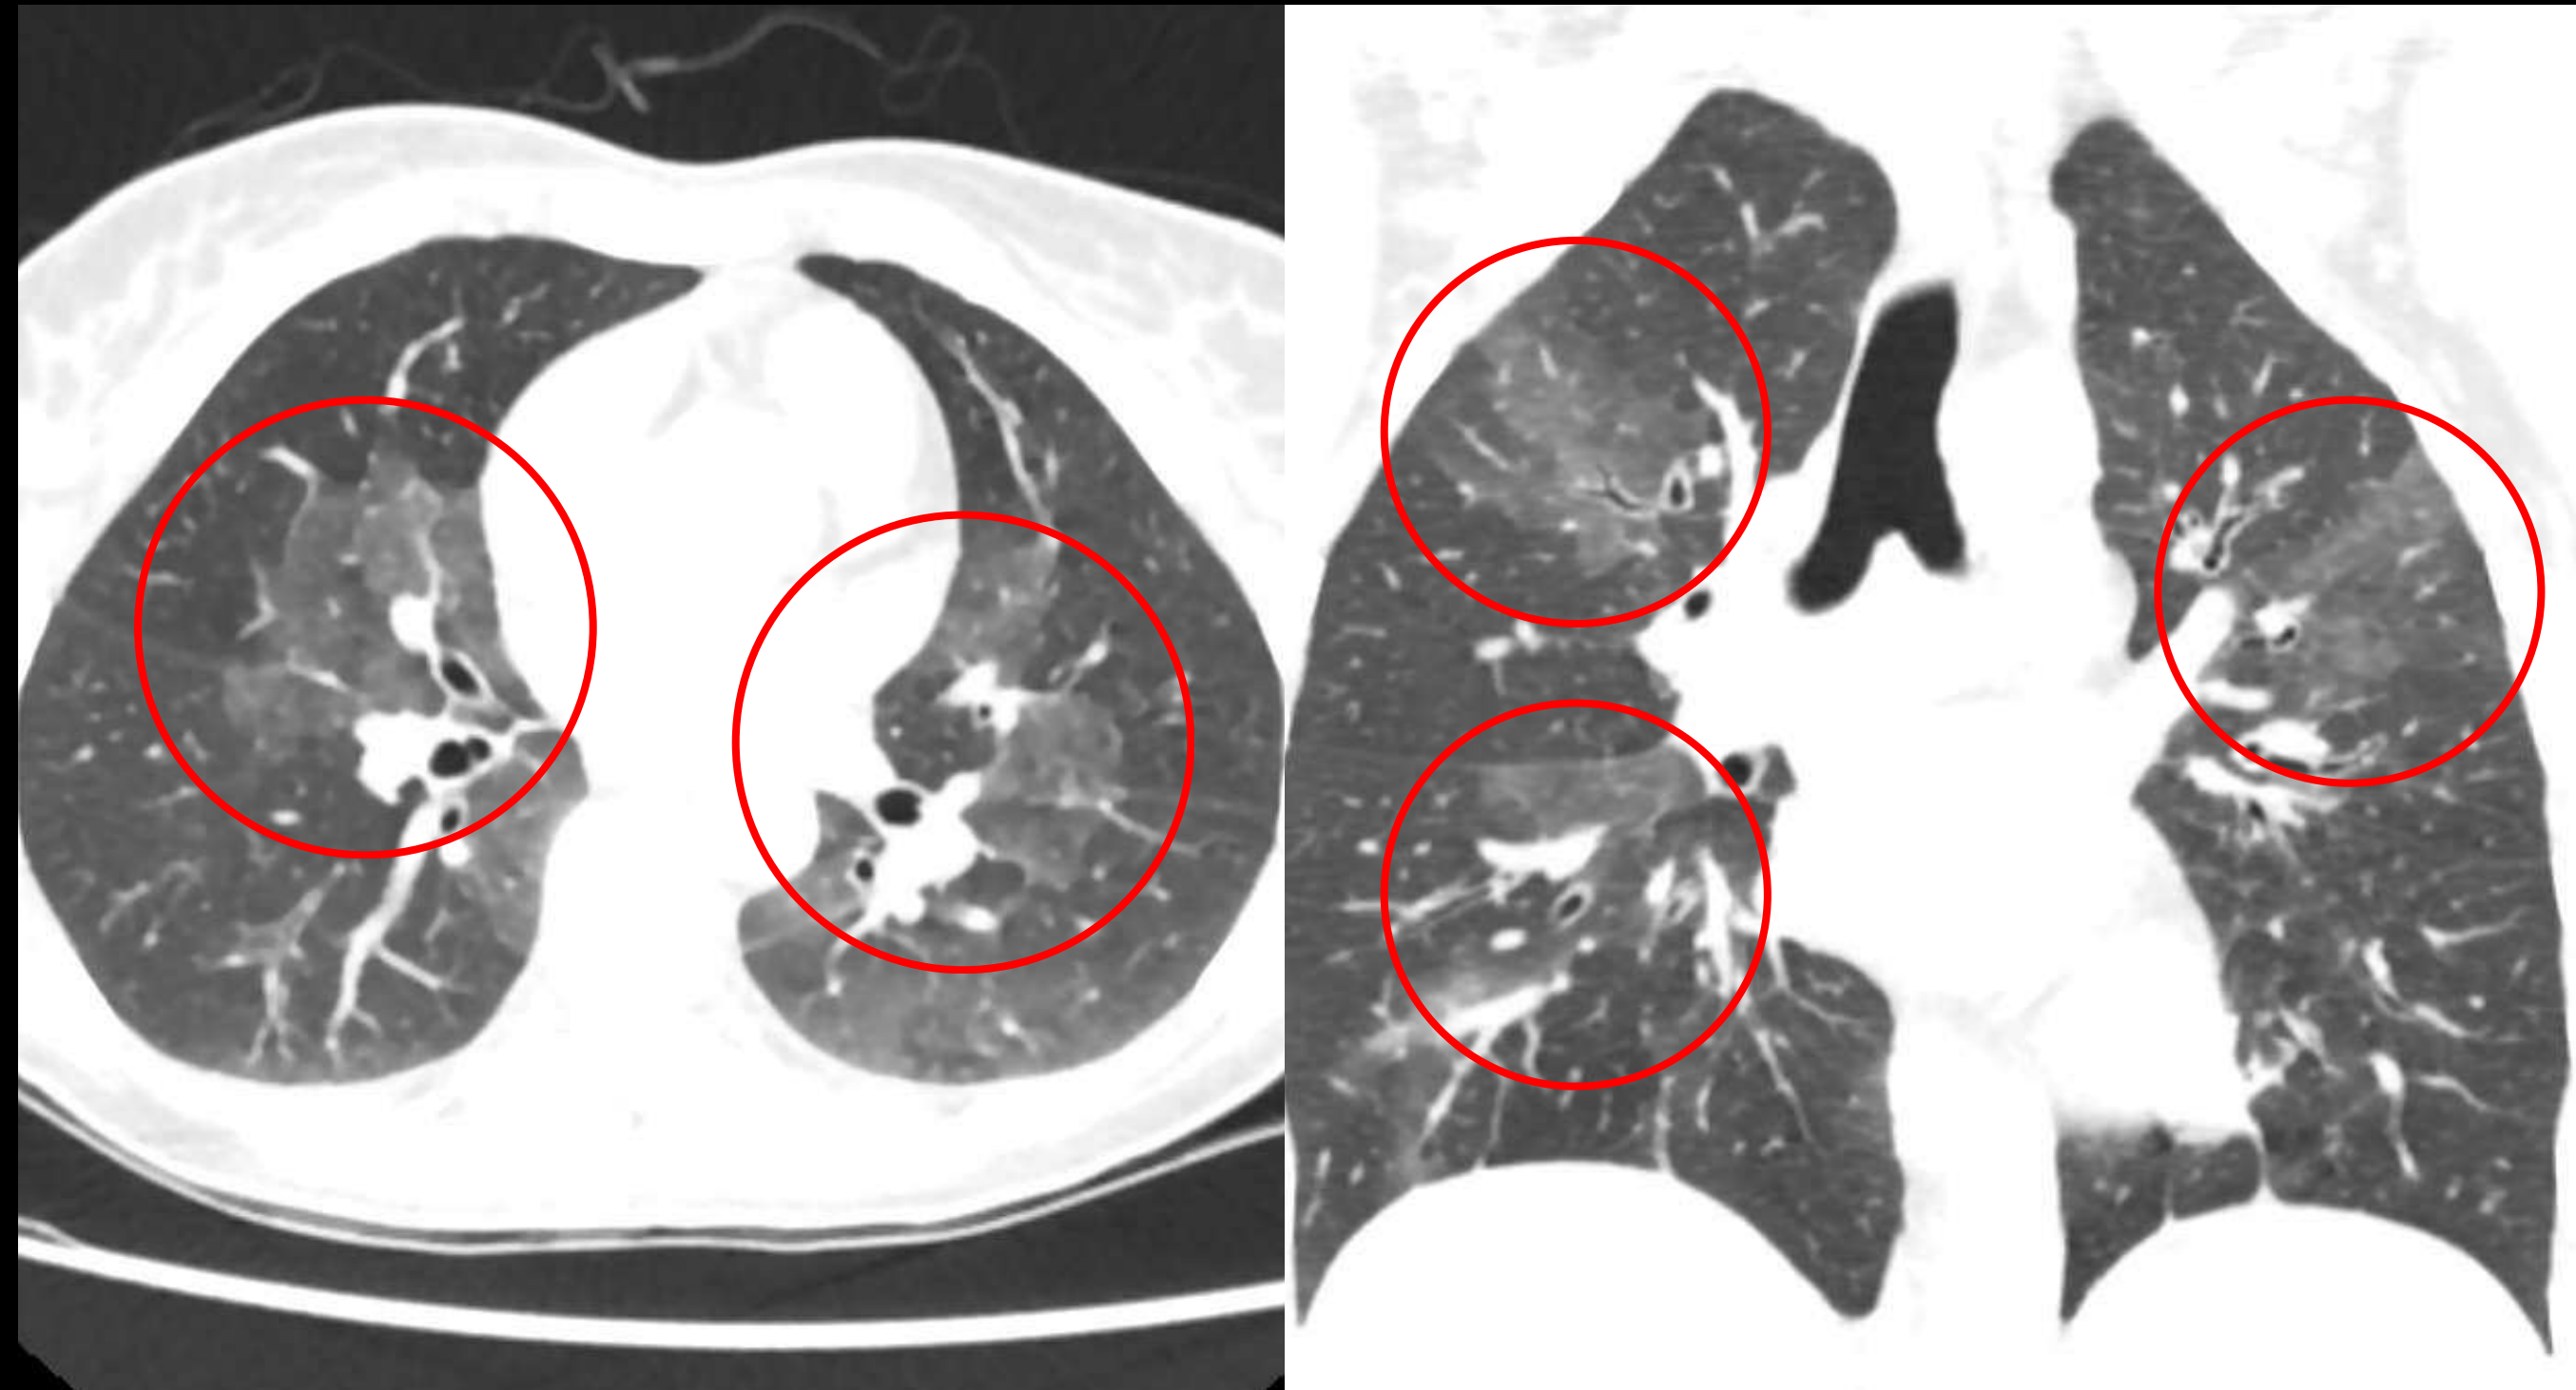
Hallazgos en TC de neumonía eosinofílica aguda (NEA). Mismo paciente, cortes axial y coronal.
